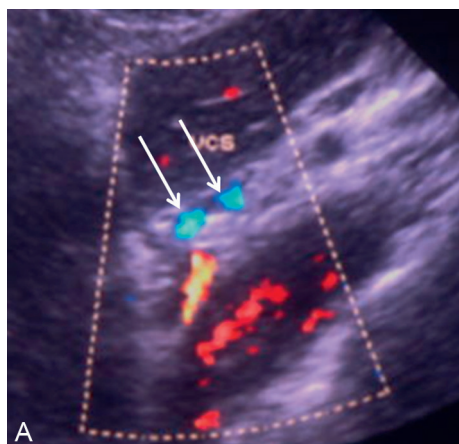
Hypertension portale avec dérivation portosystémique sous la forme de varices gastro-œsophagiennes (flèches) (A). Ces varices sont mieux visibles en scanner ou en IRM (B), en avant de l'aorte.
